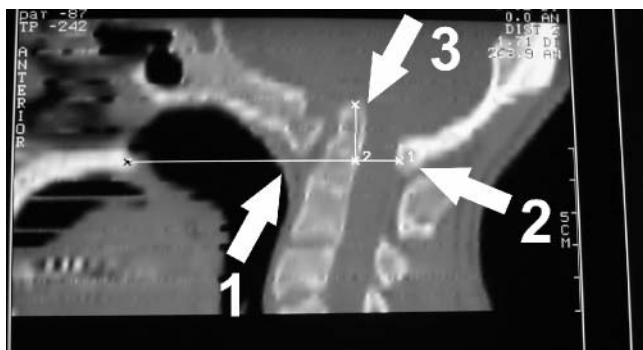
“Invaginación basilar congénita”. Corte sagital de una tomografía axial computarizada que nos muestra una inestabilidad congénita de la UOC. La flecha 1 indica la asimilación anterior de C1 al clivus, la flecha 2 la asimilación del arco posterior de C1 al opistion, la flecha 3 la invaginación odontoidea en el foramen mágnum.
